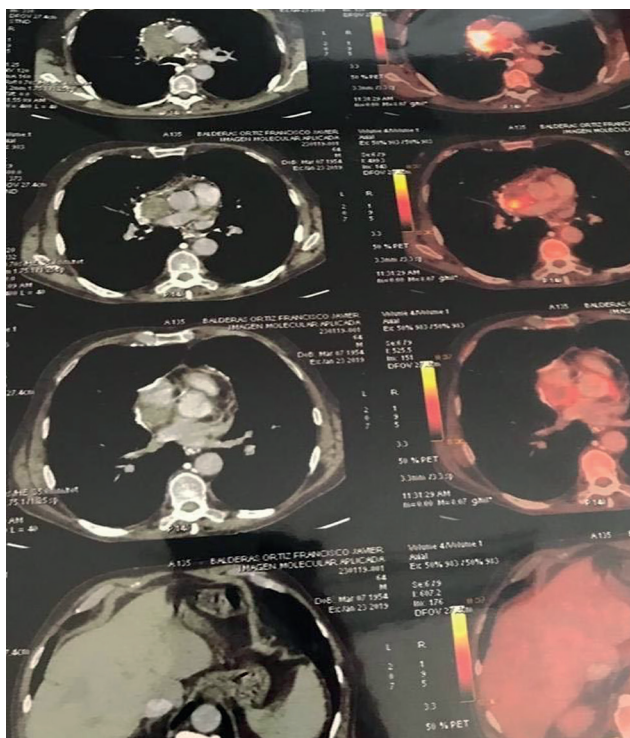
Tomografía por emisión de positrones (PET) (23.01.2019)
